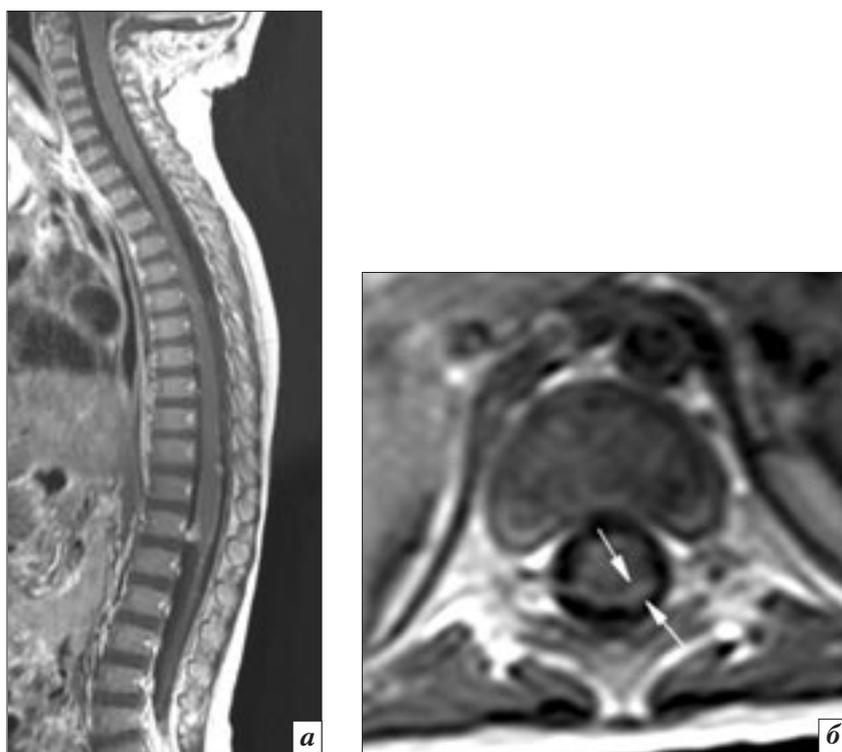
МРТ спинного мозга через 3 нед после операции. Метастатическое поражение: *a* – сагиттальное T1-взвешенное изображение с контрастным усилением; *б* – аксиальное T1-взвешенное изображение с контрастным усилением на уровне позвонка Th11. Ранее отмечавшиеся контрастопозитивные изменения оболочек по внутренним стенкам дурального мешка не определяются. Появились интенсивно накапливающие контрастное вещество очаги, располагающиеся непосредственно на поверхности спинного мозга и по корешкам конского хвоста (указано стрелками)
